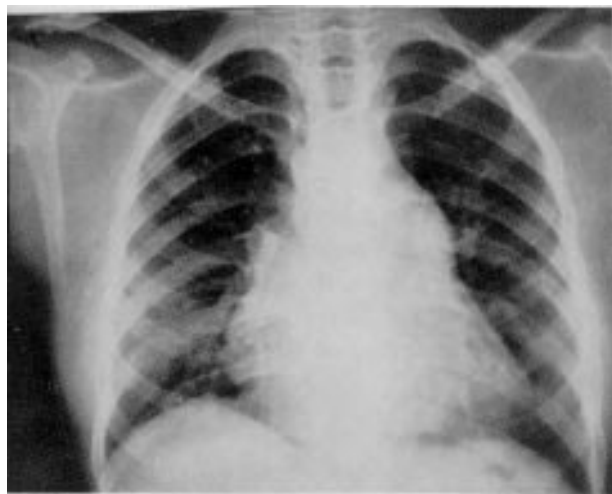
Radiografia de tórax pós-operatório.
